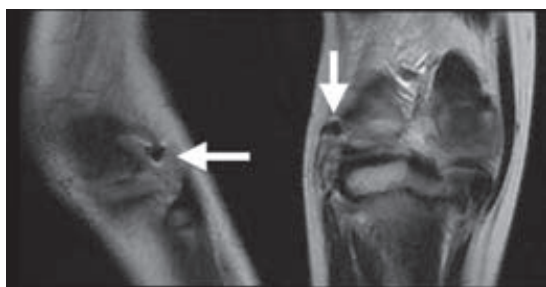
初診時膝関節単純MRI T2強調画像(矢印は異物を示す)
